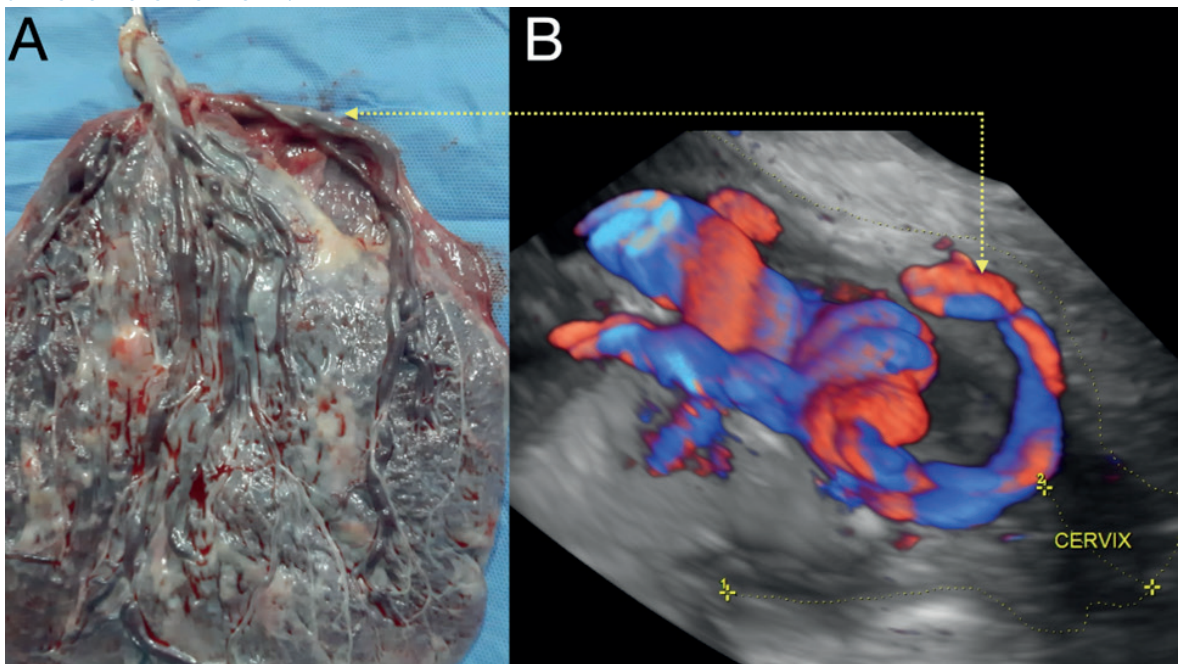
A: MACROSCOPIA DE LA PLACENTA DONDE SE MUESTRA CLARAMENTE LOS VASOS UMBILICALES (ARTERIA Y VENA) QUE FORMAN UN BÚMERAN HASTA LA INSERCIÓN MARGINAL DE CORDÓN RECORRIENDO LA MEMBRANA AMNIÓTICA. B: RECONSTRUCCIÓN 3D CON DOPPLER QUE MUESTRA EL BUCLE DE LOS VASOS UMBILICALES EN CERCANÍAS DEL CÉRVIX.
